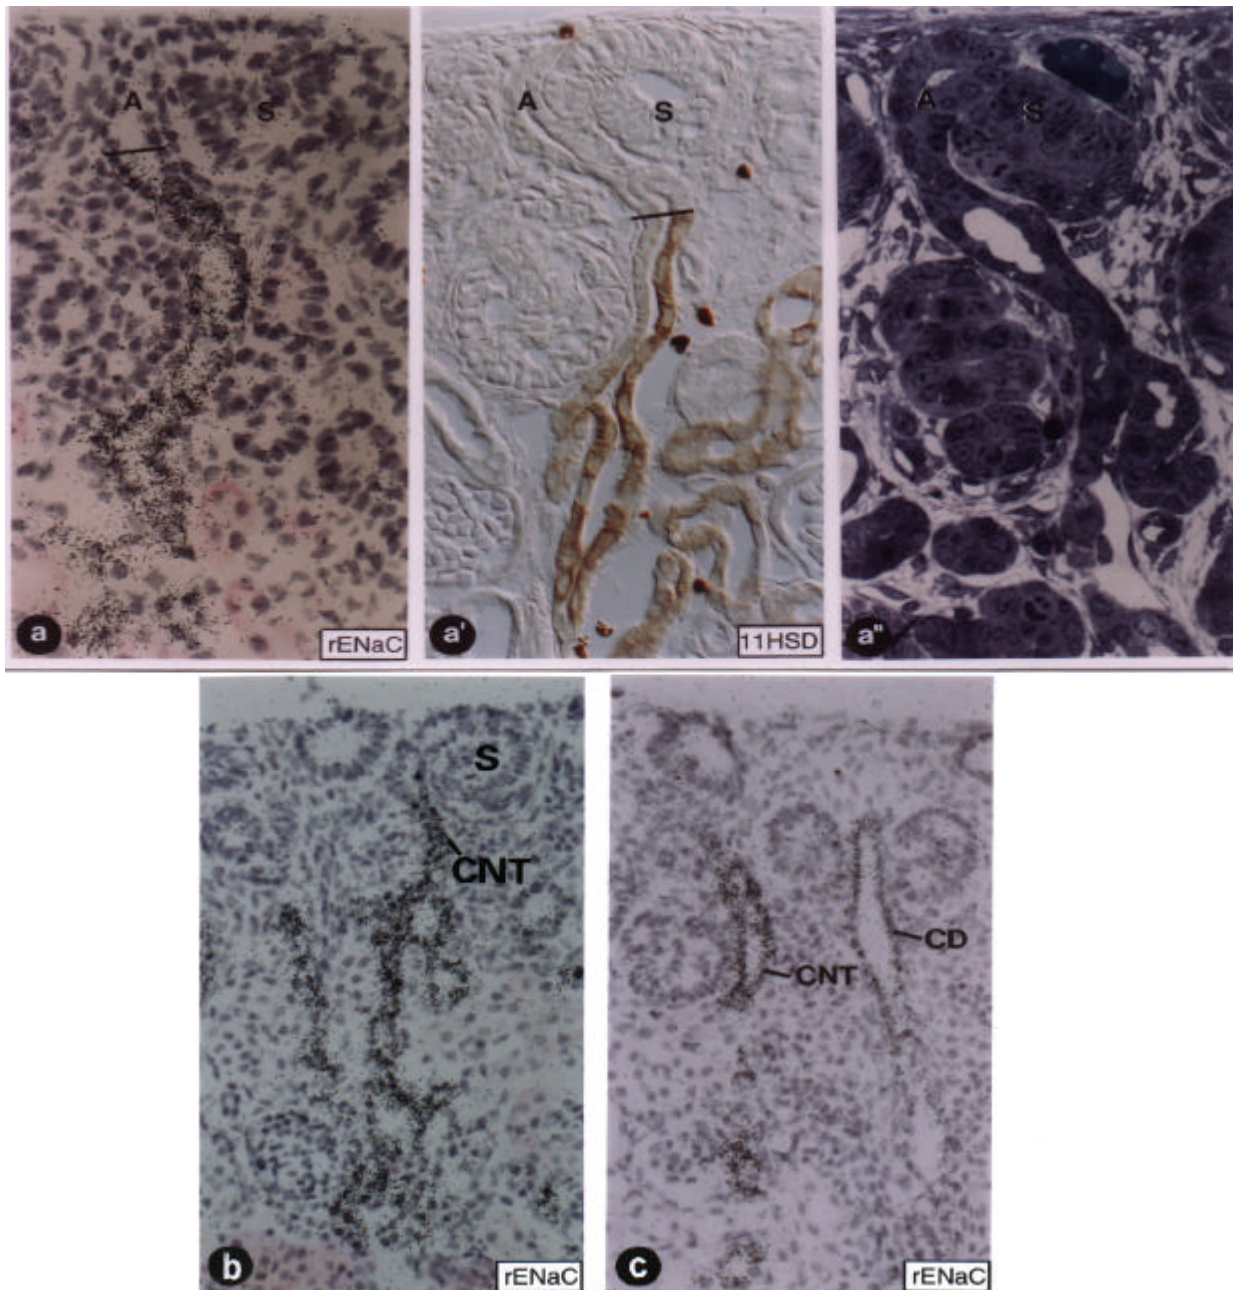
Die Expression von β -rENaC im distalen CNT Segment am 4. Tag post partum, nachgewiesen durch autoradiographische In situ-Hybridisierung, die mit Hämatoxylin-Eosin gegengefärbt wurde (a). In analoger Lokalisation zeigt a' die Immunreaktivität für 11HSD (Nachweis mit der PAP-Methode). In a'' ist die entsprechende Morphologie als Semidünnschnitt dargestellt, wobei auffällt, daß die Kern:Plasma-Relation noch hoch ist, und daß die Zellen noch keine basale Zellspezialisierung aufweisen. Die Expression von rENaC reicht bis zum Übergang in die Ampulle, A, die Expression von 11HSD endet wenige Zellen proximal dieses Punktes. Die schwarzen Balken markieren den Übergang vom CNT in die Ampulle; die subkapsulären S-förmigen Körperchen sind durch S markiert. In b und c sind subkapsuläre Ausschnitte der Expression von γ -rENaC als autoradioaktiv markierte In situ-Hybridisierung dargestellt. Das Expressionsmuster stimmt mit der Expression der β -Untereinheit überein (vgl. a und b). Die frühe Expression von rENaC im CNT ist auffallend stark, während sie im subkapsulären Anteil des CD zunächst relativ schwach ist. Vergrößerungen: x 520 (a-a''), x 400 (c-e).
